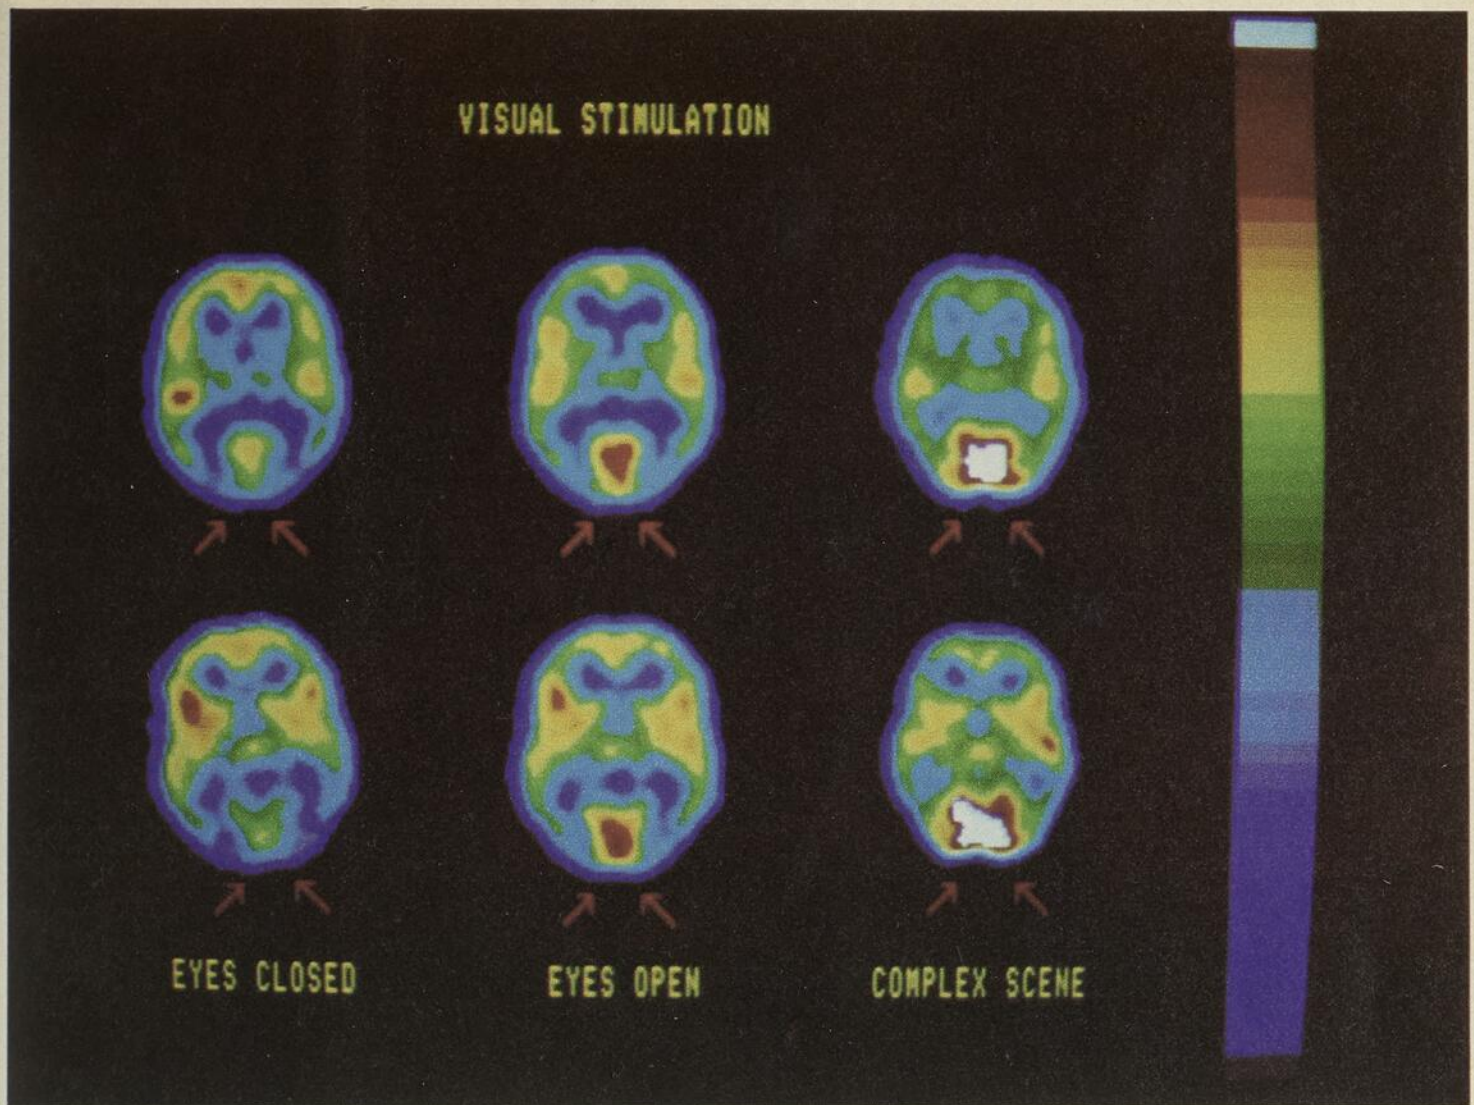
Stimulation visuelle: Le métabolisme du glucose varie au niveau du cerveau selon l'activité physiologique. Cette photo montre des coupes du cerveau réalisées par tomographie par positrons chez un sujet normal. Les flèches pointent le cortex visuel. À gauche: lorsque les yeux sont fermés il y a peu d'activité au niveau du cortex visuel. Au centre: le sujet ouvre les yeux et le métabolisme du glucose s'accroît comme en témoigne la coloration rouge au niveau du cortex visuel. À droite: le sujet regarde une scène complexe, l'activité corticale s'accroît davantage, la consommation de glucose augmente encore comme en témoigne la coloration blanche au niveau de l'aire corticale.
